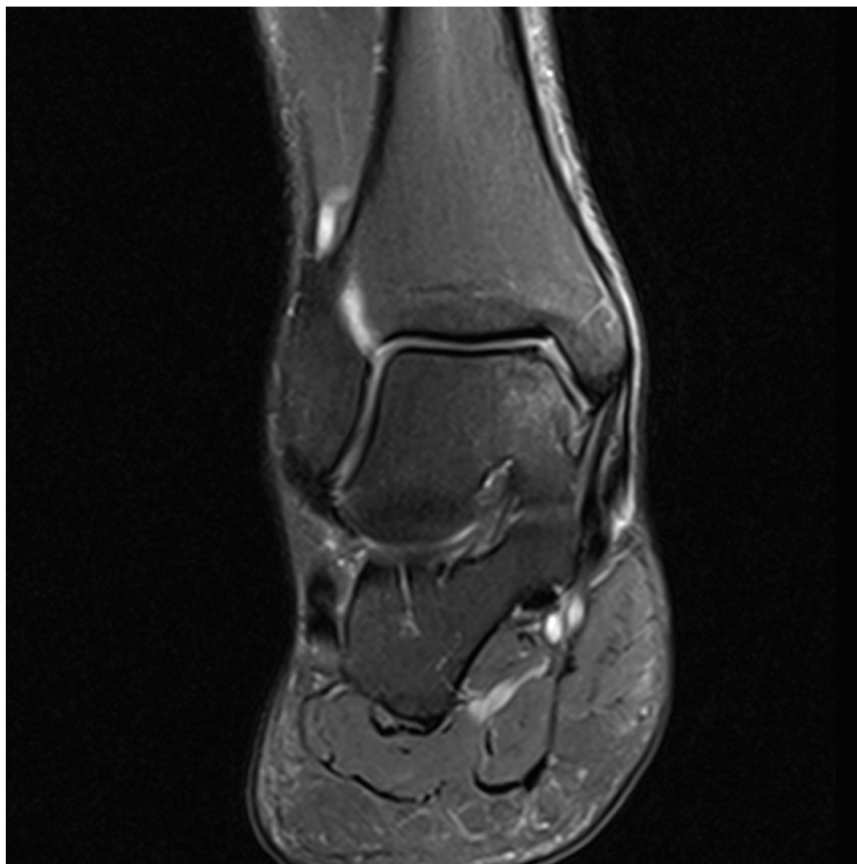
Vista coronal de uma Ressonância Magnética ao Tornozelo
